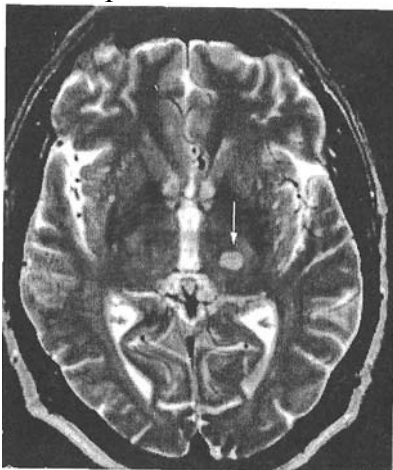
МРТ головного мозку хворого М. через 60 год від початку інсульту. Т₂-зважена томограма, аксіальна проекція. Гіперінтенсивний яскравий осередок (стрілка) свідчить про лакунарний інфаркт у ділянці лівого таламуса (клінічно чисто сенсорний інфаркт)
